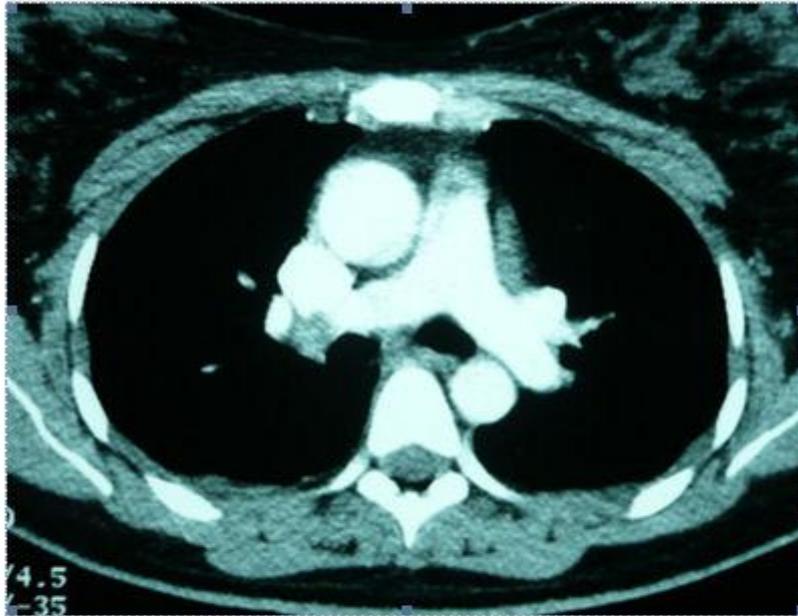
Tomografía axial computarizada torácica donde se observan signos de pequeños tromboembolismos pulmonares.
